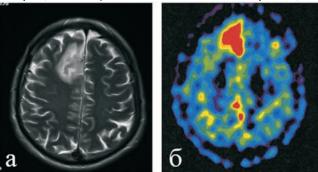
MPT (а) и ПЭТ с радиоактивно-меченным метионином (б) пациента с олигодендроглиомой (II степень по ВОЗ) правой лобной доли, (индекс накопления 1.5 ед.). ПЭТ выполнена в Институте мозга человека РАН, г. Санкт-Петербург.
